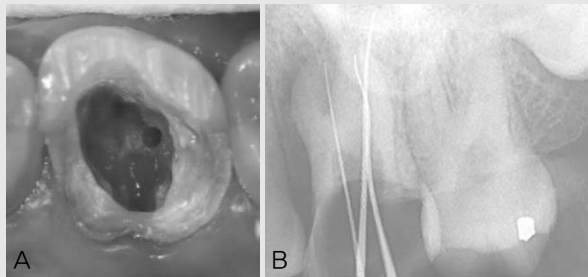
(A) Clinical view after access opening and coronal flaring showed three canal orifices. (B) Periapical radiograph revealed a possibility of the presence of another canal in mesiobuccal root.
